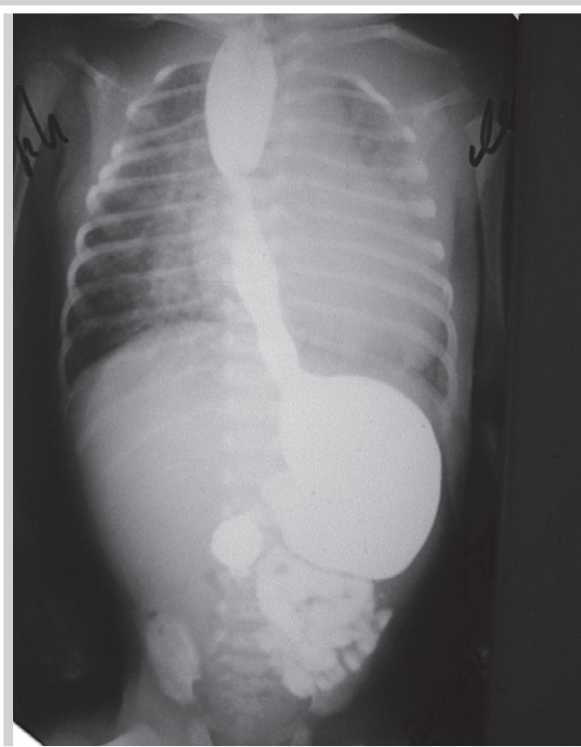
X-ray after treatment of esophageal atresia and duodenal atresia.
